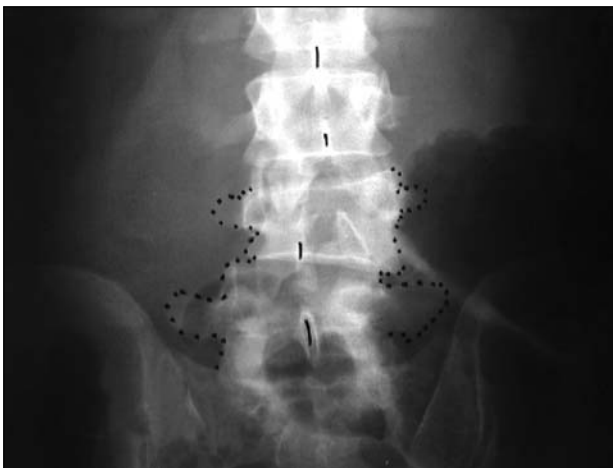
Radiografía de frente. Lesión tipo C2.
